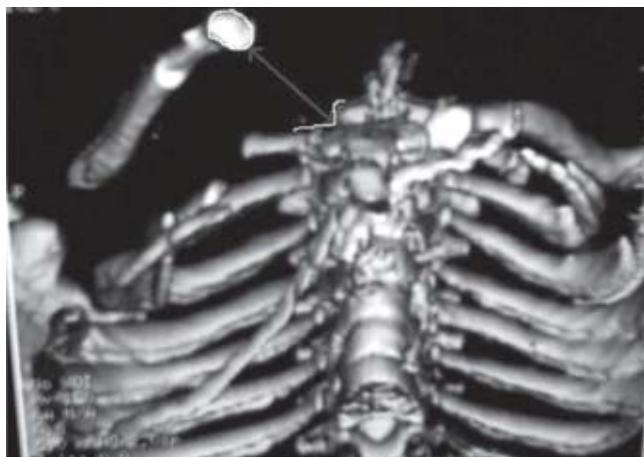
Reconstrucción de tomografía computarizada en donde se señala la distancia que existe entre el esternón y la clavícula.
